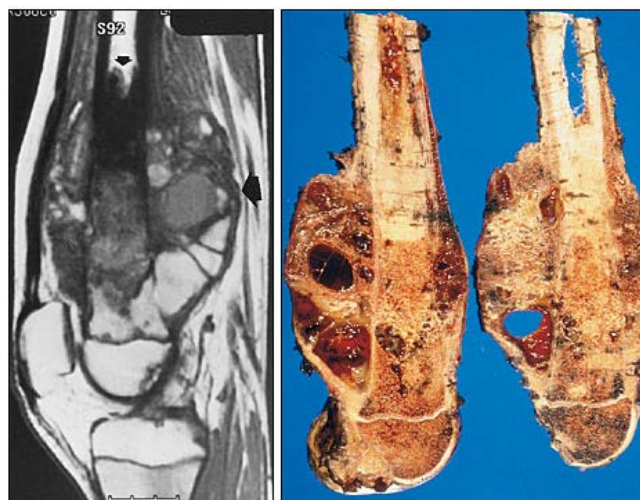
Sarcoma osteogênico no fêmur distal direito. A ressonância magnética sagital mostra as origens metafisárias do tumor e seu extenso componente de tecido mole (seta grande). Os estudos de ressonância magnética podem ser usados para determinar a extensão intraóssea e extraóssea do tumor (seta pequena).
